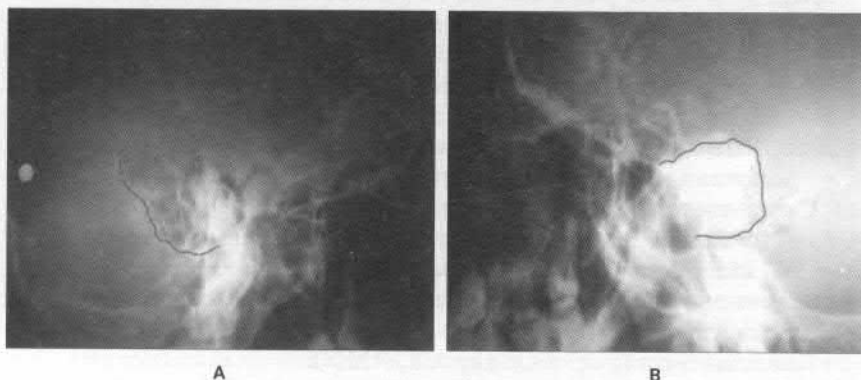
Radiografie mastoidiană în incidență temporotimpanică Schüller (se observă diferența dintre pneumatizarea normală a celulelor mastoidiene pe dreapta (A) și valoarea celulelor pneumatice la nivelul mastoidei stângi (B))
